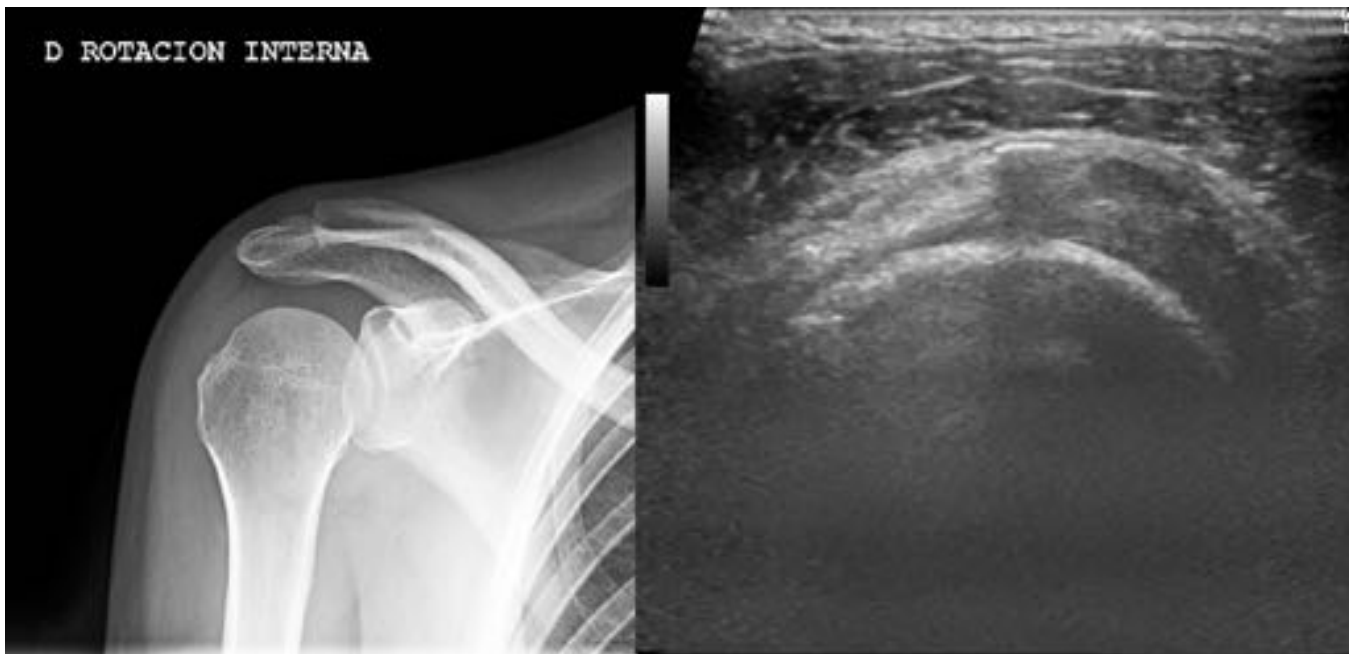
Calcificación lineal en la bursa SAD visible tanto en radiografía simple como en ecografía.
